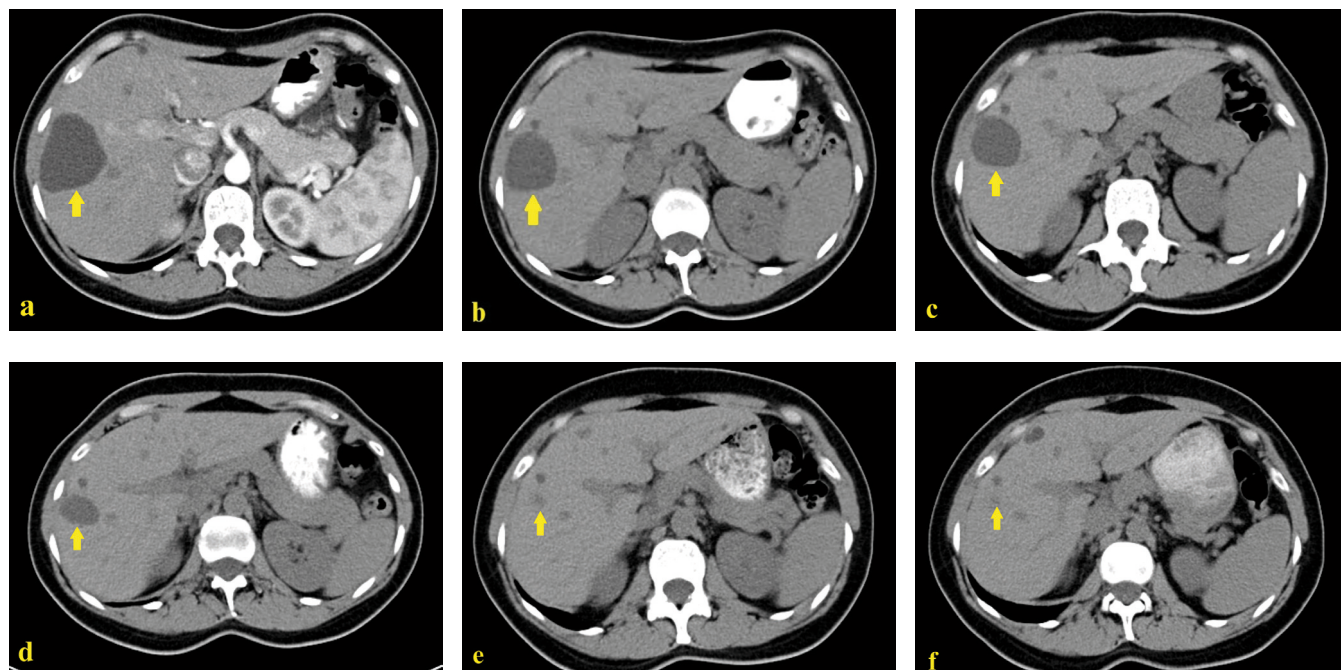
КТ пациентки Н., 46 лет. Размеры кисты печени до операции (а), через полгода (б), через 1 год (с), через 1,5 года (д), через 2 года (е) и через 2,5 года (ф) после операции
